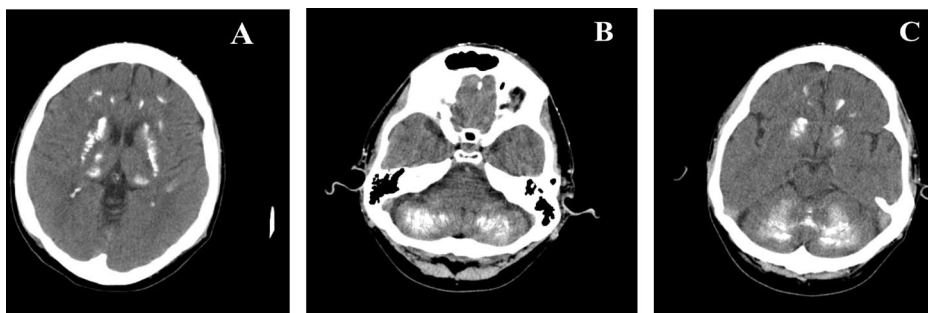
TAC cerebral de un paciente con PHP1B, donde se observan (A) Calcificaciones múltiples intracraneales, bilaterales y simétricas, localizadas en tálamo, núcleos lenticulares, núcleos caudados, cápsulas internas, sustancia profunda frontoparietal y en menor grado temporal y occipital. (B) y (C) Calcificaciones difusas en la periferia de ambos hemisferios cerebelosos, vermis y núcleos dentados junto con signos de atrofia cerebelosa llamativa para la edad del paciente (48 años).
